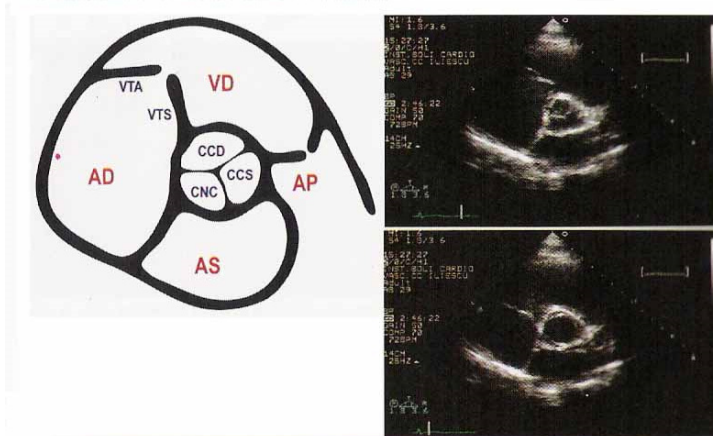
Secțiune în ax scurt parasternal la nivelul bazei (vaselor mari)
